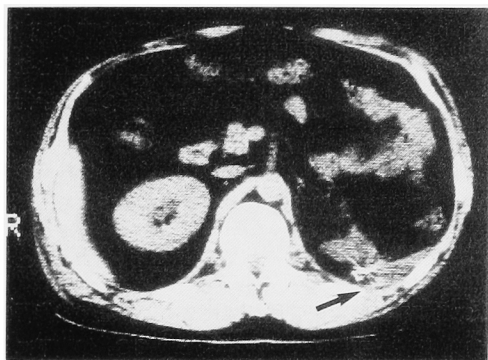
Postoperative abdominal CT scan showing hematoma in left retroperitoneal space.
